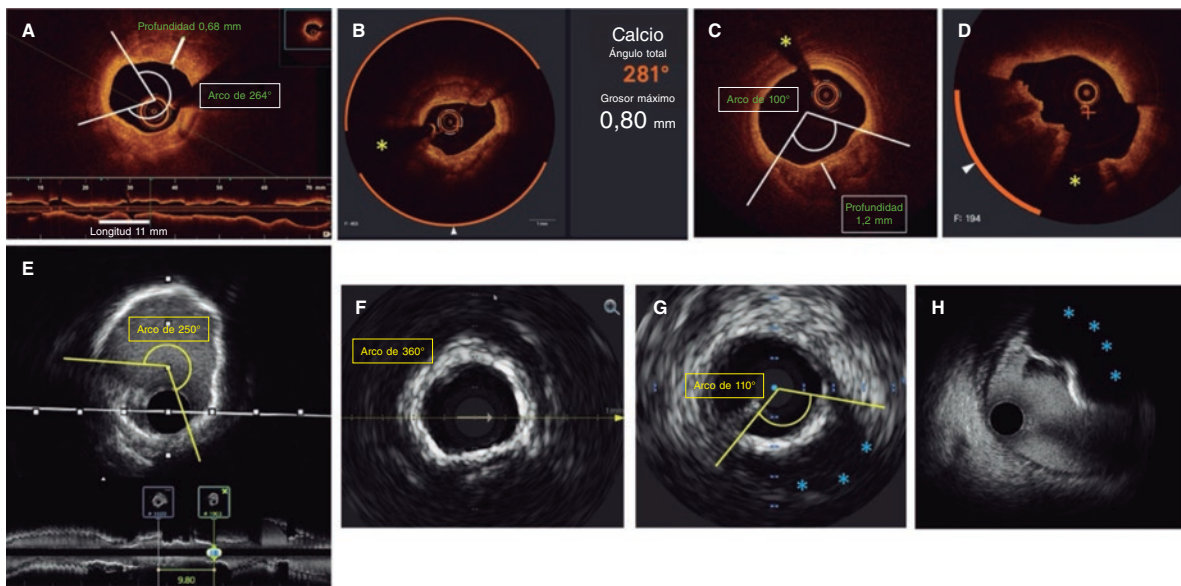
Morfología del calcio y mediciones mediante el empleo de imágenes intracoronarias. A: calcificación concéntrica en una tomografía de coherencia óptica (OCT); arco de calcio de 264°, profundidad de 0,68 mm y longitud de 11 mm – características de riesgo alto en la OCT para la infraexpansión del *stent*; se aconseja preparación de la placa. B: calcificación concéntrica; arco de calcio de 281° y profundidad de 0,8 mm. Detección automática del calcio empleando el *software* Ultrreon; grados de calcio detectados definidos por el arco naranja que rodea la imagen de la OCT. C: calcio excéntrico en la OCT; arco de calcio < 180°. Obsérvese que los bordes bien definidos del calcio permiten poder valorar la profundidad de este (1,2 mm). D: nódulo calcificado en la OCT. Significativa sombra posterior provocada por el nódulo que evita la valoración de su borde posterior. E: calcificación concéntrica en la IVUS con un arco de calcio de 250° y una longitud de 9,8 mm. Tanto la sombra posterior como la falta de reverberaciones sugieren una placa gruesa de calcio (~1 mm). Estas características representan un riesgo alto de infraexpansión del *stent*. F: calcificación concéntrica en la ecocardiografía intravascular (IVUS) con un arco de calcio de 360°. G: calcificación excéntrica en la IVUS con un arco de calcio < 180°. Sombra acústica posterior significativa (asterisco azul). H: nódulo calcificado en la IVUS protruyendo hacia el interior de la luz y proyectando una significativa sombra acústica posterior (asterisco azul). El asterisco amarillo (en todas las imágenes OCT) denota el artefacto de la guía.
